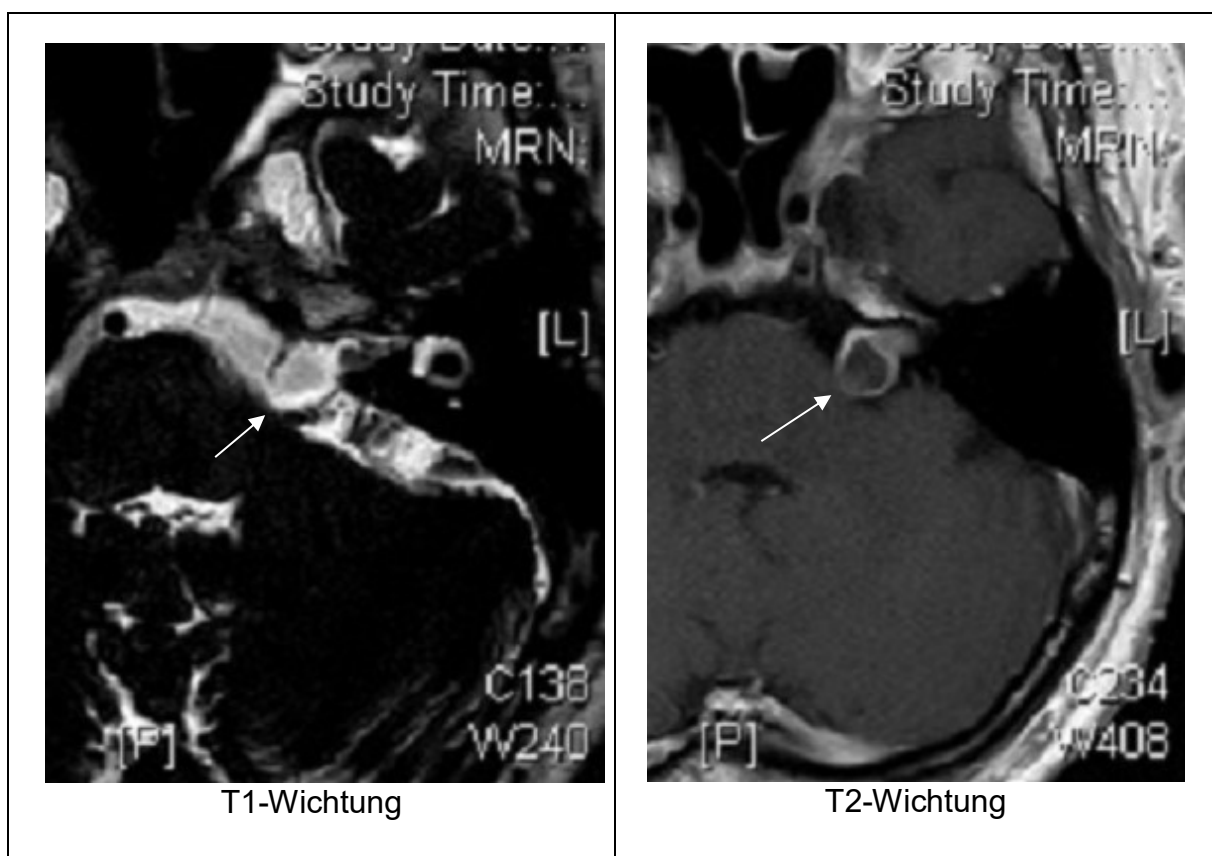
Intra- und extrameatales Vestibularisschwannom links bei Pat. Nr. 21, MRT mit KM (Gadolinium), transversale Schicht
